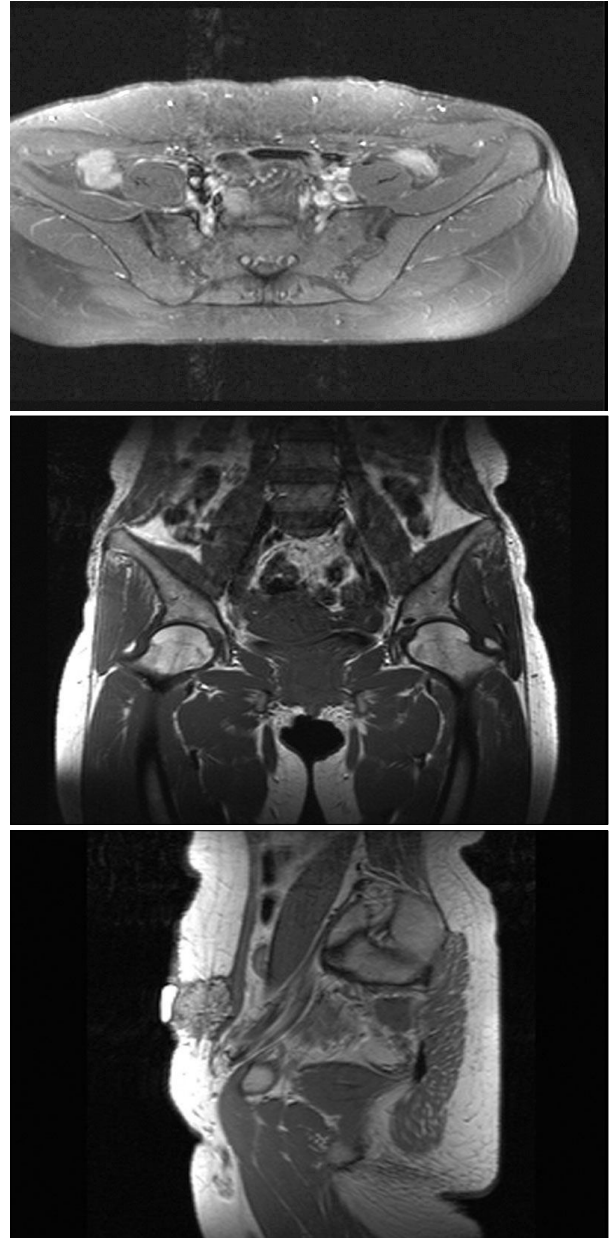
The MRI findings showed heterogeneous mass in the left lower abdominal wall with multi-lobulated frond-like boundary, involving superficial fascia and focal suspicious deep fascial invasion in the medial superior and lateral inferior aspects. (Above) Axial image (T1WI). (Center) Coronal image (T1WI). (Below) Sagittal image (T2WI).
